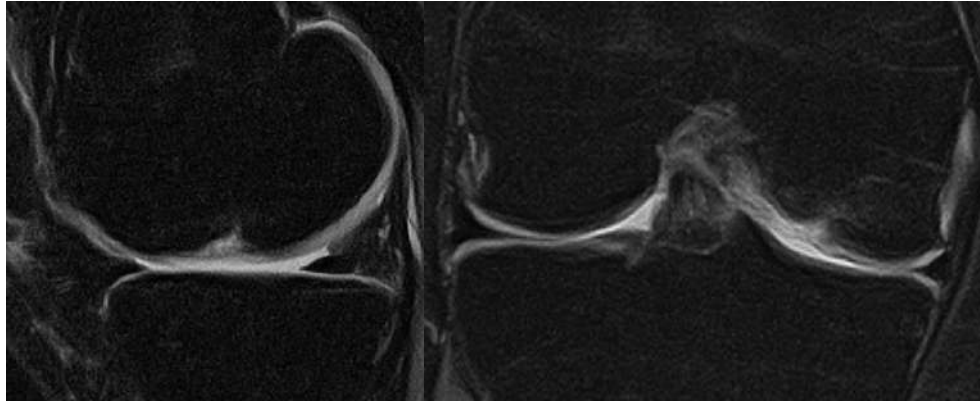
Рисунок №49. МРТ правого коленного сустава пациента А. в предоперационном периоде в режиме PDFS (слева – сагиттальная проекция, справа – фронтальная проекция). Выявлен очаг РОМБК в зоне В по Harding. Общий размер очага на МРТ – $1,34 \text{ см}^2$. Очаг представлен кратерообразным дефектом, заполненным синовиальной жидкостью – полнослойный костно-хрящевой дефект.
